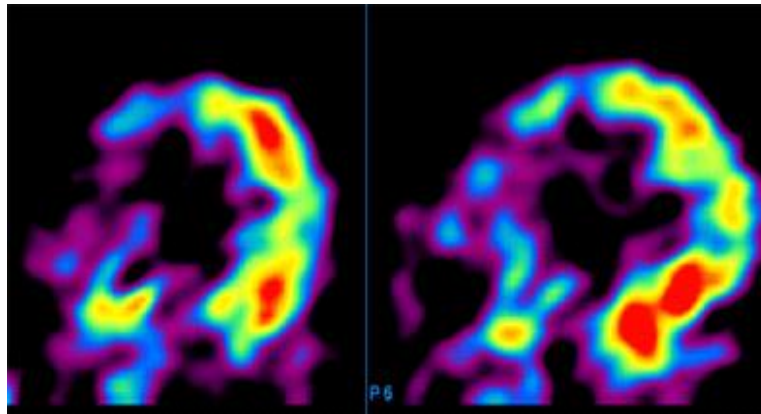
Исходные данные ПЭТ с ФДГ у пациента с постинфарктным кардиосклерозом
